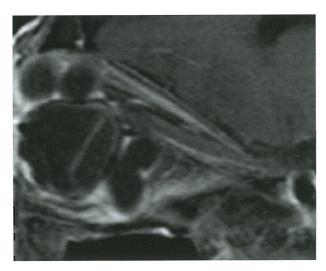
MRI of T1 relaxation time sagital Hyperintense homogeneity and a multilocular tumor mass are seen supeliorly and behind the eye in MRI. The tumor compresses the eyeball downwards in sagital.
